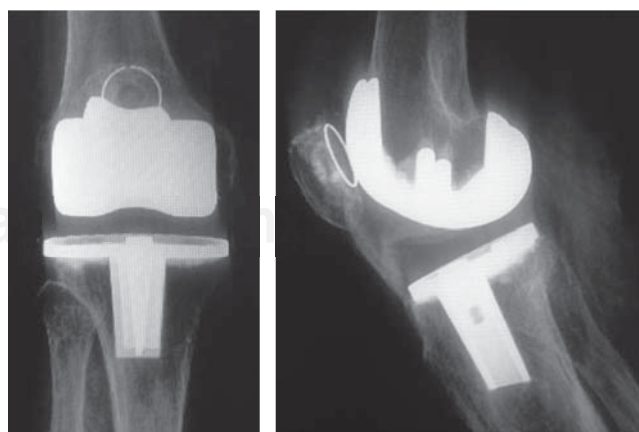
Radiografías AP y lateral de rodilla derecha, los componentes metálicos sin presencia de interfaces, la subluxación hacia posterior del fémur sobre la tibia.
